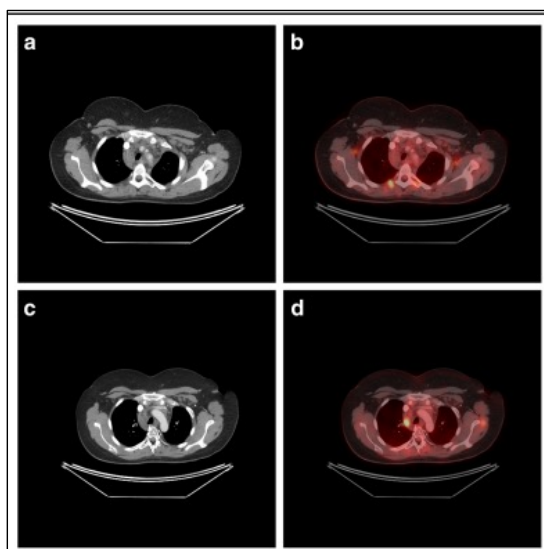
Una paciente de 34 años conocida con linfoma no Hodgkin (LNH). Las imágenes de PET-CT interinas (a, b) muestran un ganglio linfático subcentimétrico no metabólicamente activo (flechas). Las imágenes de PET-CT al final de la terapia (c, d) no mostraron un cambio apreciable en el tamaño, pero con captación de 18-FDG. La paciente fue categorizada como regresión completa en CT y progresiva en PET/CT
